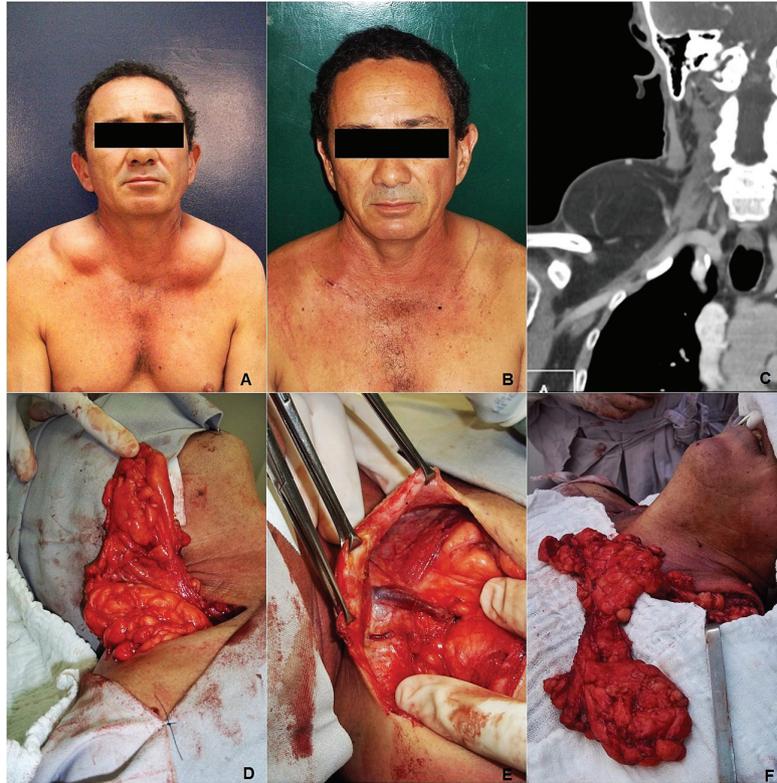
A, pré-operatório; B, pós-operatório; C, TC cervical; D, intraoperatório à direita; E, intraoperatório à direita; F, intraoperatório à esquerda.
